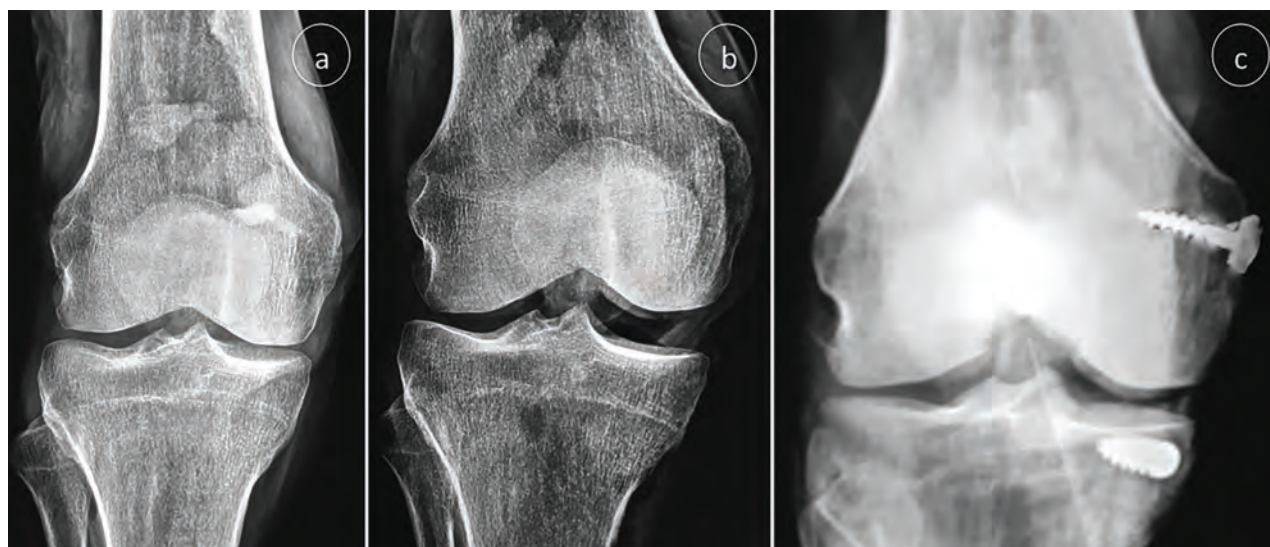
Radiografías de frente de rodilla con estrés en valgo. A) Estado intacto. B) Sección LCM y C) Con la reconstrucción de complejo posteromedial.
